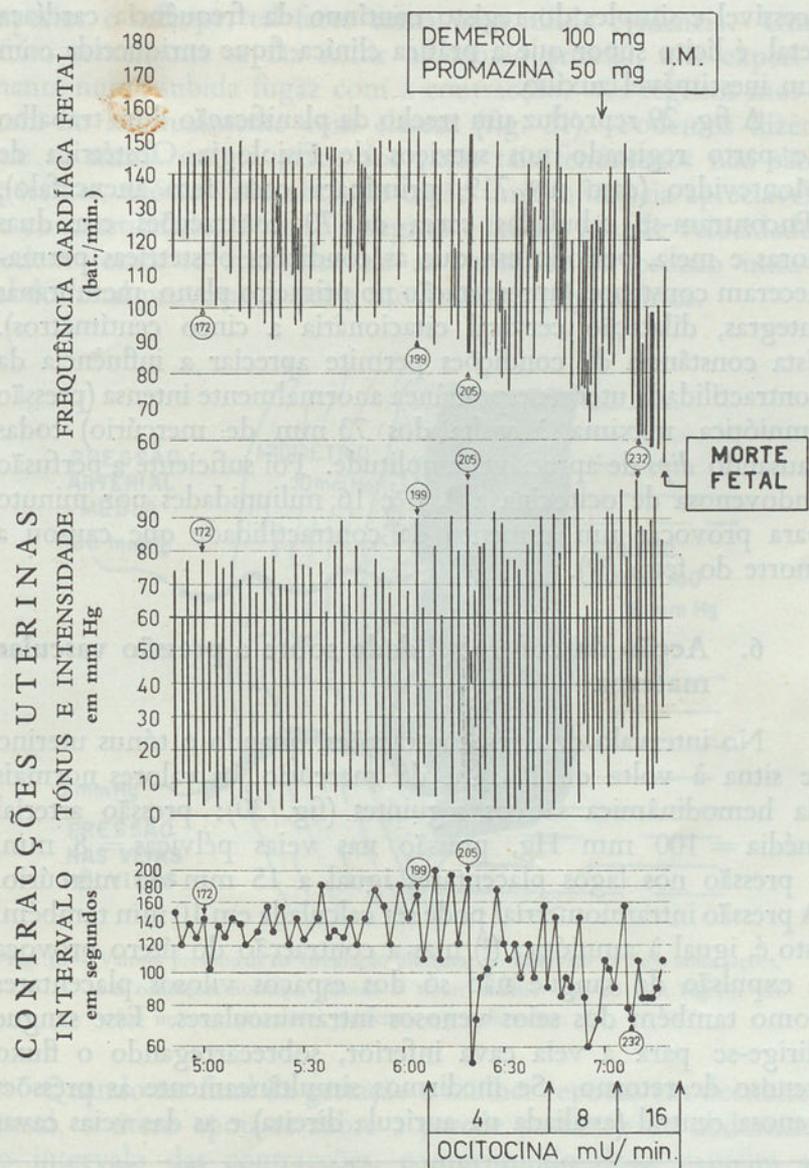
Efeito das contrações uterinas sobre a frequência cardíaca fetal<sup>(29)</sup>. Caso n.º 719 do Serv. Fis. Obst. Montev.: primigesta de 22 anos, gravidez a termo, polihidrâmnios moderado, feto anencéfalo revelado pela radiografia. Na parte média da gravura estão indicadas as variações da pressão amniótica causadas pelas contrações uterinas: cada barra vertical indica a base e o vértice da contração; a intensidade é correspondente à altura da barra; a distância entre o pé da barra e o zero, é o tônus no intervalo que precede a →
